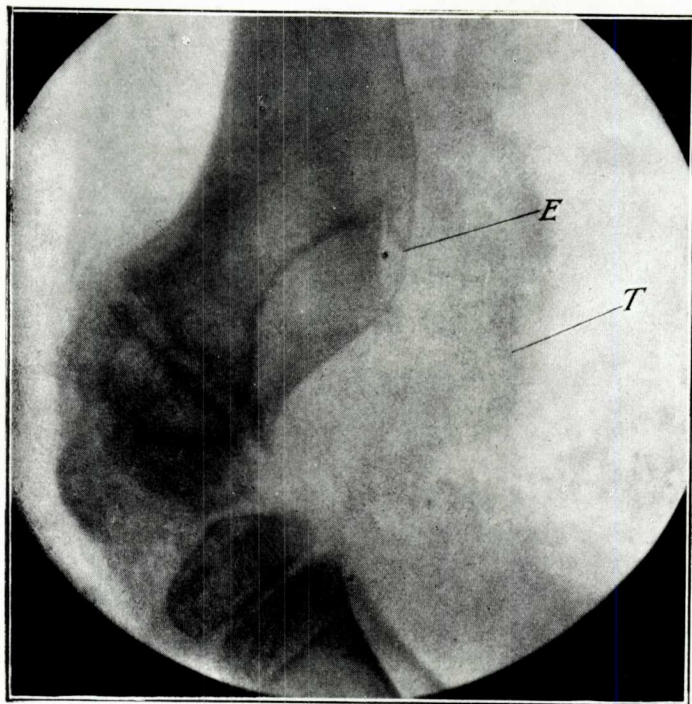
<sup>a</sup> — Radiografia lateral de la regió. S'hi aprecia la desviació de l'epífissi endavant. E, excavació produïda per l'aneurisma. T, projecció de l'ombra del tumor
